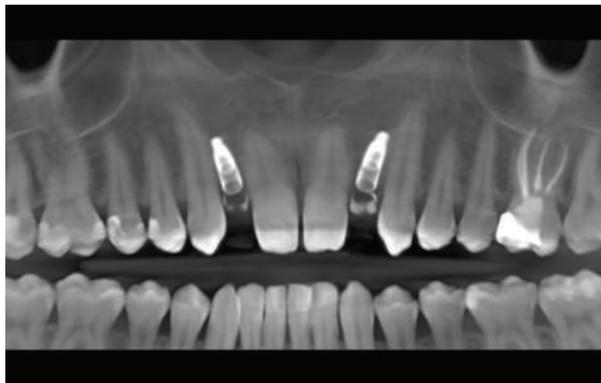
Controllo radiografico a fine intervento
